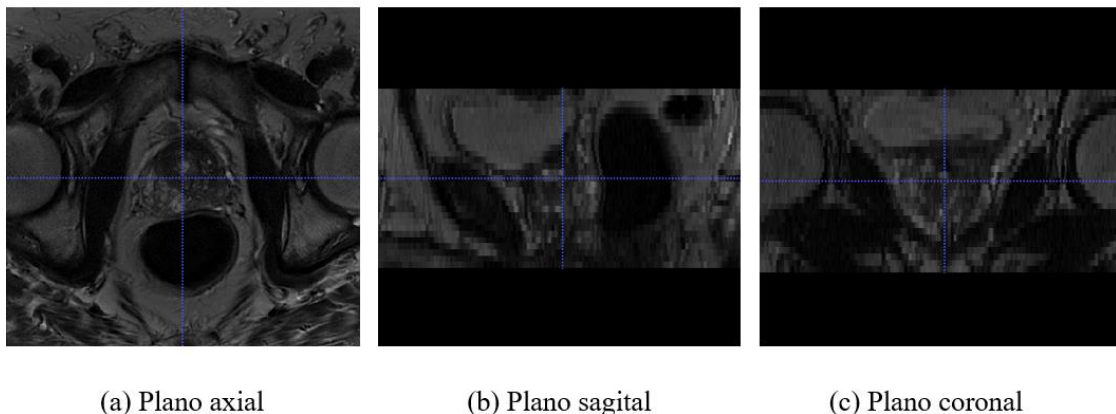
Ejemplo de imágenes RM T2W
